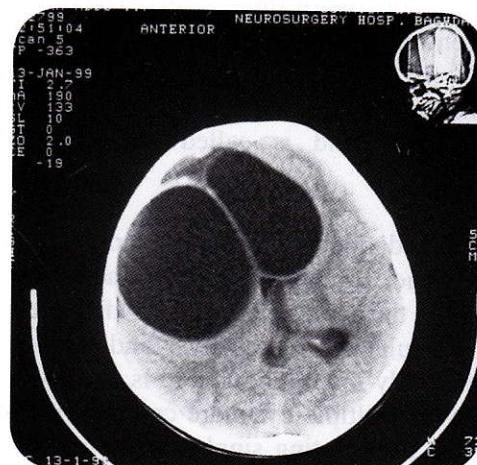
CT scan (without contrast) showing two right-sided frontoparietal cerebral hydatid cysts.
